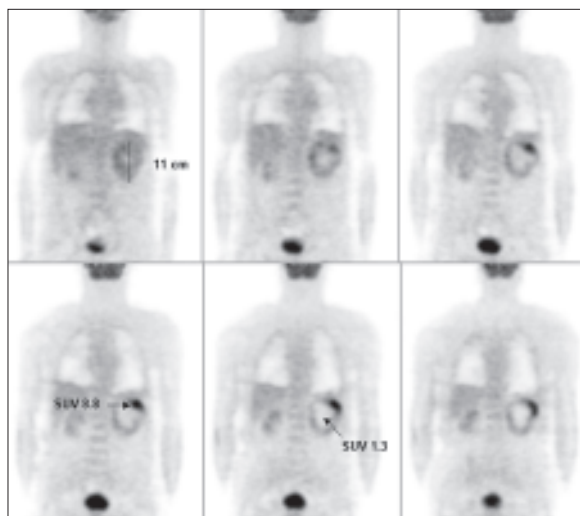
Paciente varón de 73 años, remitido para la valoración de una masa voluminosa en polo superior del riñón izquierdo. La PET ¹⁸F-FDG muestra una masa maligna con centro necrótico en el riñón izquierdo. Se observa hipermetabolismo en la periferia de la masa, más acusado en su región superoexterna, con SUV máximo de 8.8. En su centro existe una zona extensa hipometabólica, con SUV máximo de 1.3, indicativa de componente necrótico. (Instituto PET-FOCUSCAN, Madrid).
